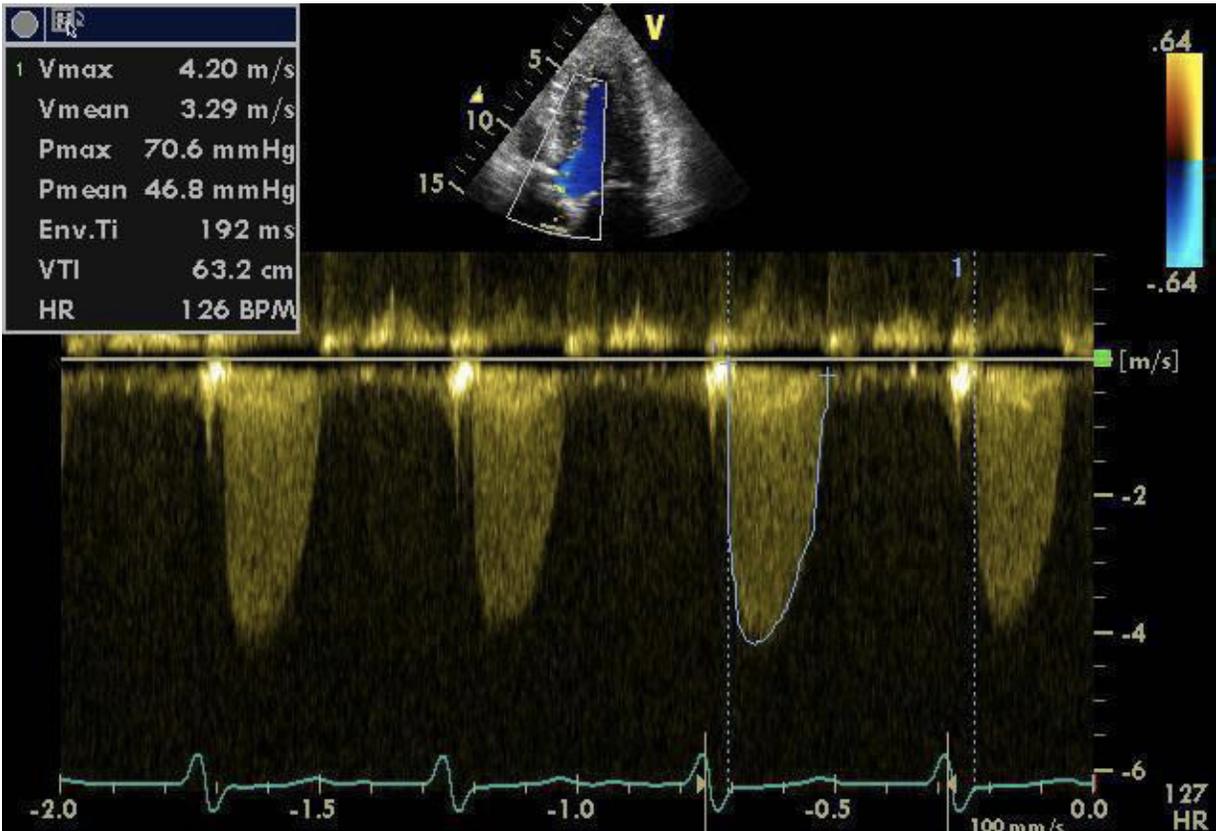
Doppler continuo registrando la velocidad máxima a través de válvula aórtica con estenosis severa gradiente max. de 70,6 mm/hg, gradiente medio de 46,8 mm/hg.
